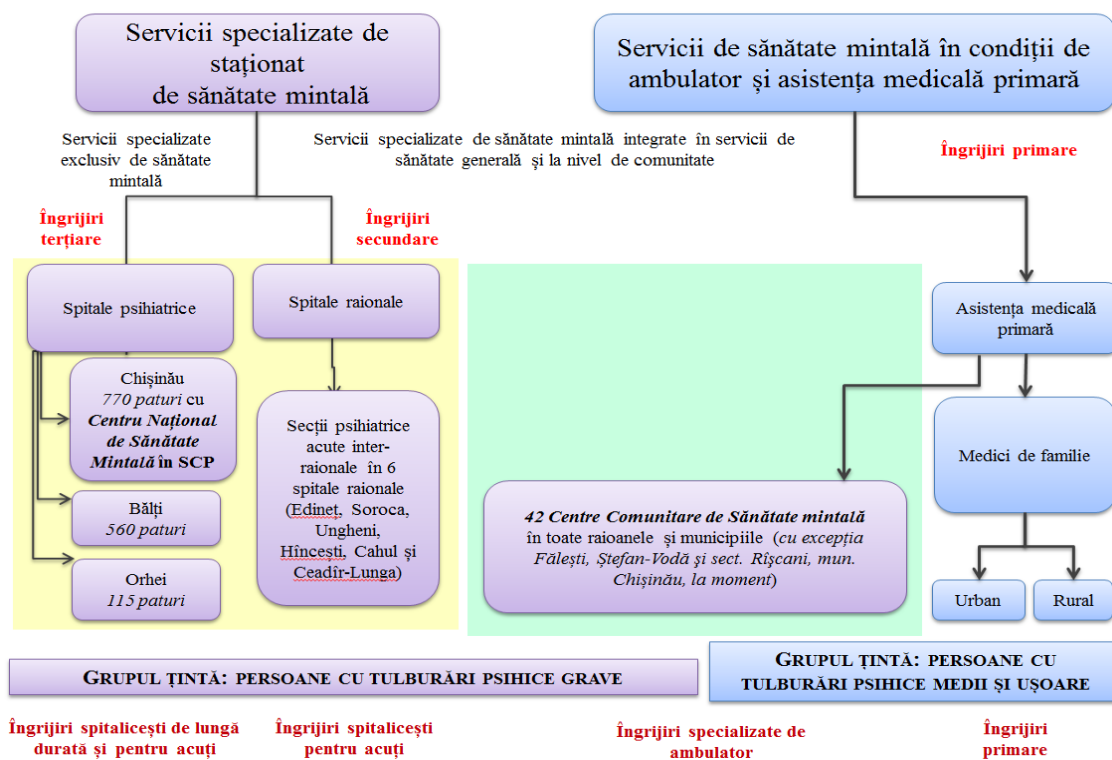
Opțiunea nr. 4 de reorganizare a serviciului de sănătate mintală în RM.
